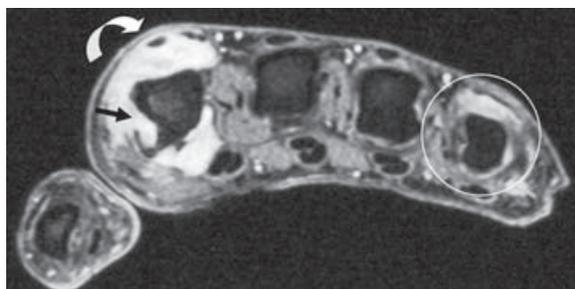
PR débutante : érosion osseuse en IRM.
